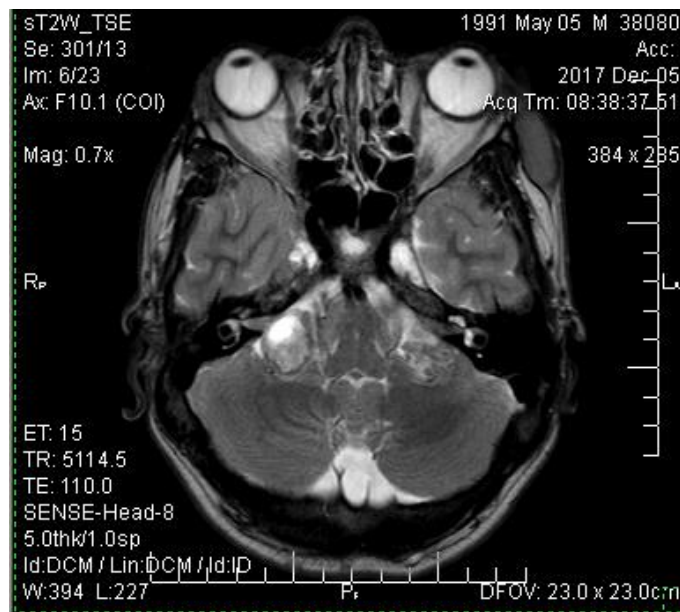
ВШ за критеріями Коос II. МРТ із високою роздільною здатністю (T2W-3D-DRIVE) (спостереження №39)
